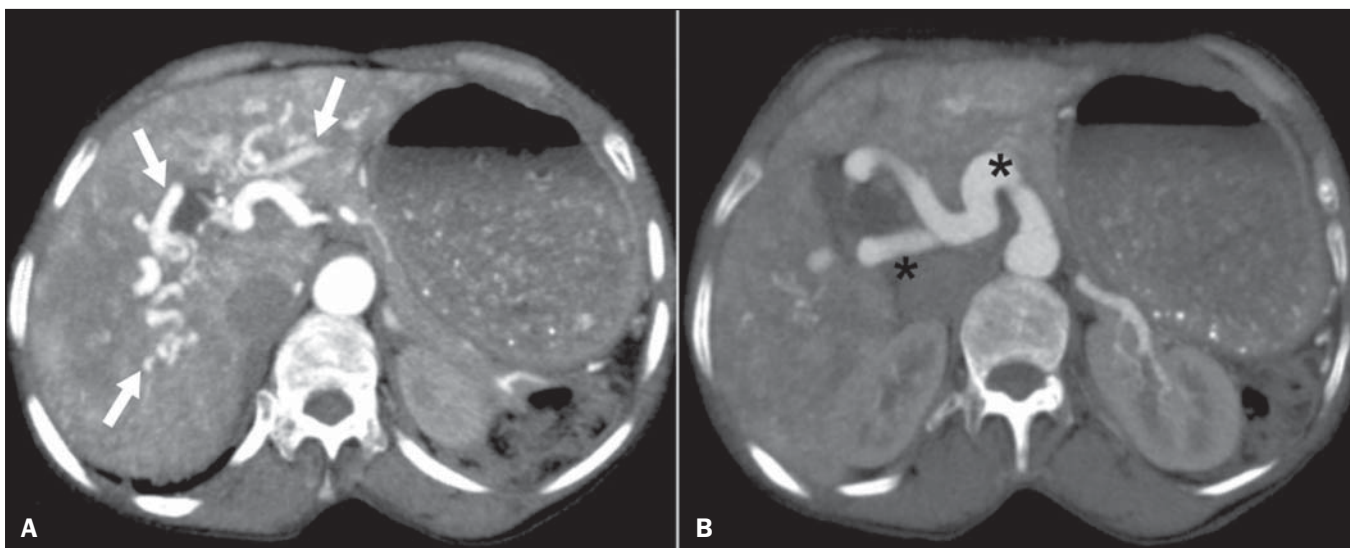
Síndrome de Rendu-Osler-Weber. TC axial com reconstruções MIP. A: Ectasia e tortuosidade arterial intra-hepática caracterizando malformações arteriais (setas). B: Acentuado aumento do calibre da toda a artéria hepática e seus principais ramos (asteriscos).
